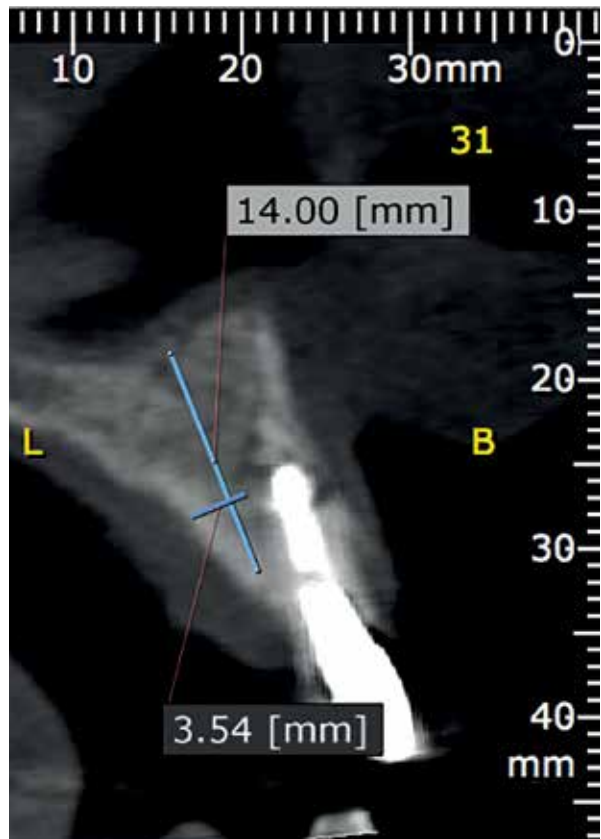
Tomografia computadorizada da área 22 e medições da área óssea.
